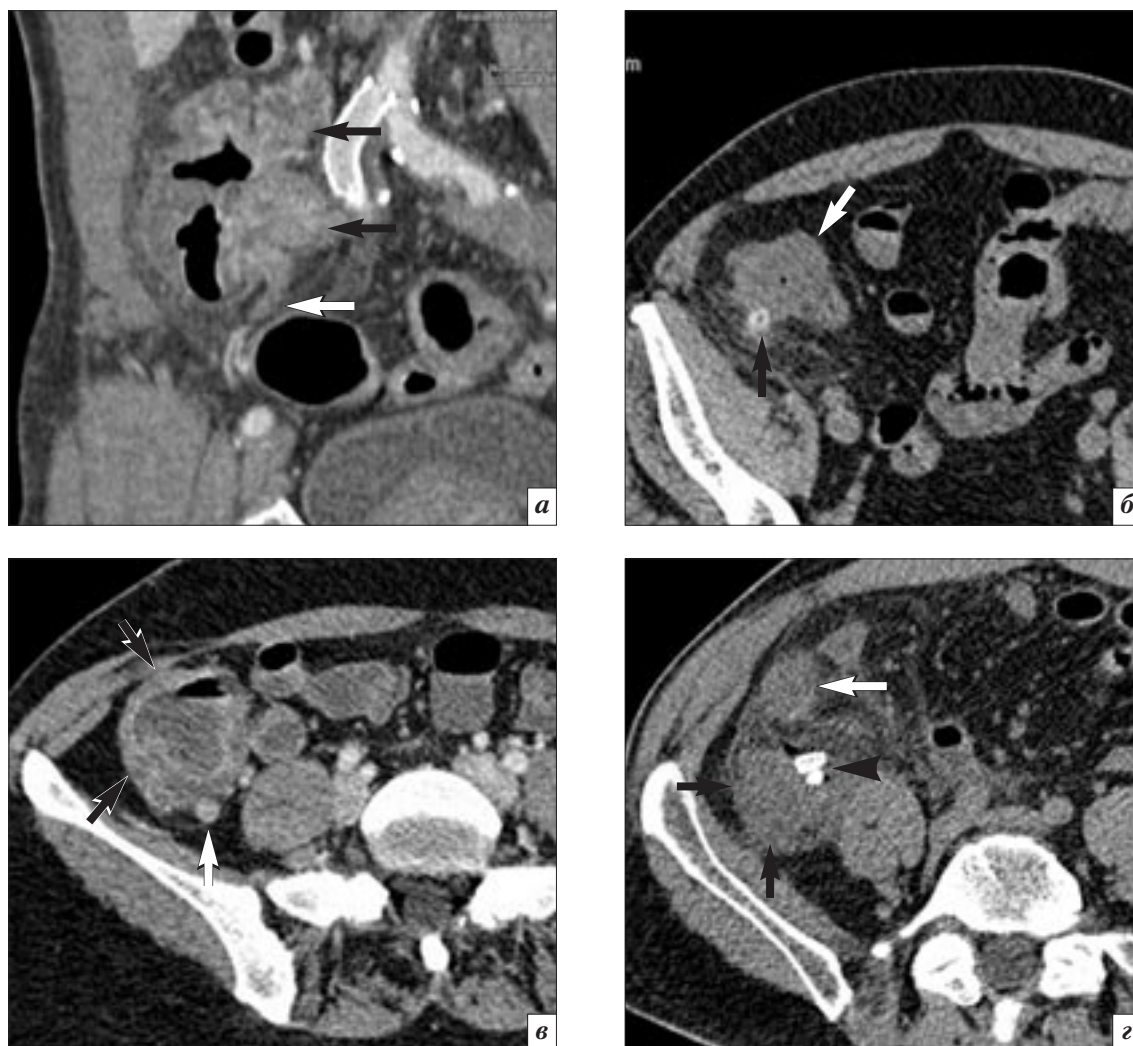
Утолщение стенки слепой кишки при различных заболеваниях: а – аденокарцинома слепой кишки – фронтальная реконструкция, венозная фаза контрастного усиления; определяется неравномерное утолщение стенки кишки, более выраженное по медиальной полуокружности (черные стрелки), визуализируется неизмененный аппендикс (белая стрелка); б – дивертикулит слепой кишки – аксиальная томограмма; определяется дивертикул слепой кишки (белая стрелка) с уплотненной стенкой и уплотнением окружающей клетчатки, стенка слепой кишки утолщена циркулярно (белая стрелка); в – болезнь Крона – аксиальная томограмма, венозная фаза контрастного усиления; визуализируется циркулярное утолщение стенки слепой кишки (черные стрелки), обращает на себя внимание сниженное накопление контраста стенкой, визуализируется ретроцекальный аппендикс (белая стрелка); г – перфорация червеобразного отростка при флегмонозном аппендиците – аксиальная томограмма; на фоне уплотнения клетчатки по медиальному контуру кишки определяются свободно лежащие копролиты (аппендиколиты), окруженные пузырьками газа (головка черной стрелки), стенка слепой кишки (черные стрелки) и подвздошной кишки (белая стрелка) циркулярно утолщены.
